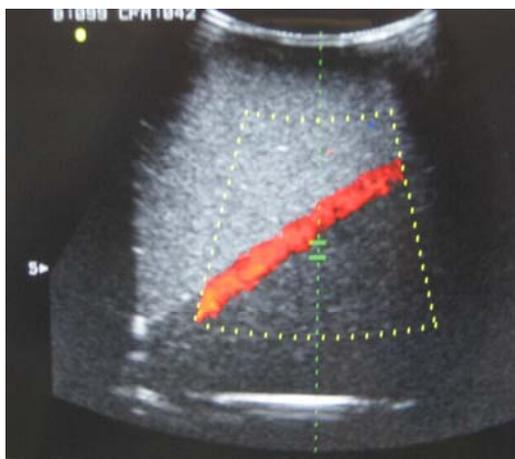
Congruenza tra immagine ecografica e box colore.
